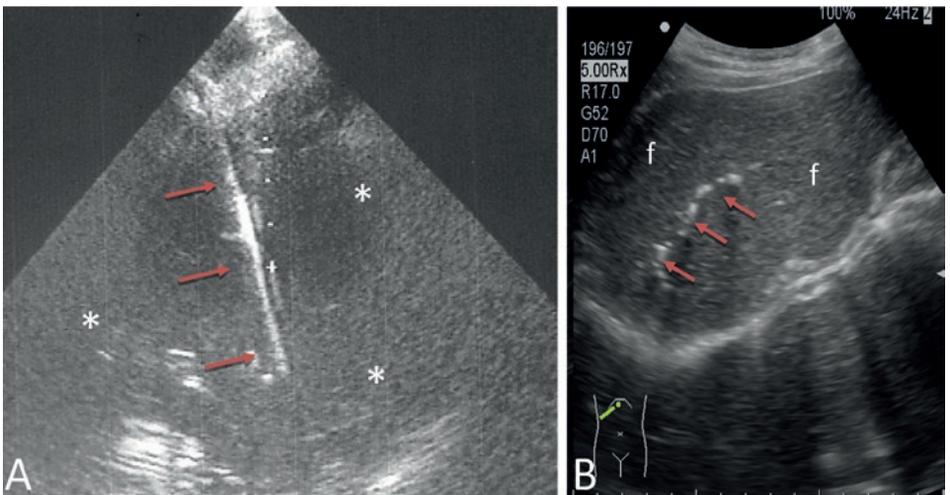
Puntura di voluminosa raccolta pleurica. In A puntura con ago (freccette rosse) in guida ecografica con sonda settoriale di versamento pleurico (*). In B esiti di una puntura di voluminosa raccolta pleurica effettuata senza guida/controllo ecografico: la presenza di sovravelevazione del diaframma e l'assenza di un controllo diretto ecografico hanno portato a pungere il fegato (f) di cui la ecografia successiva ha rilevato il tragitto lasciato dall'ago (freccette rosse).
